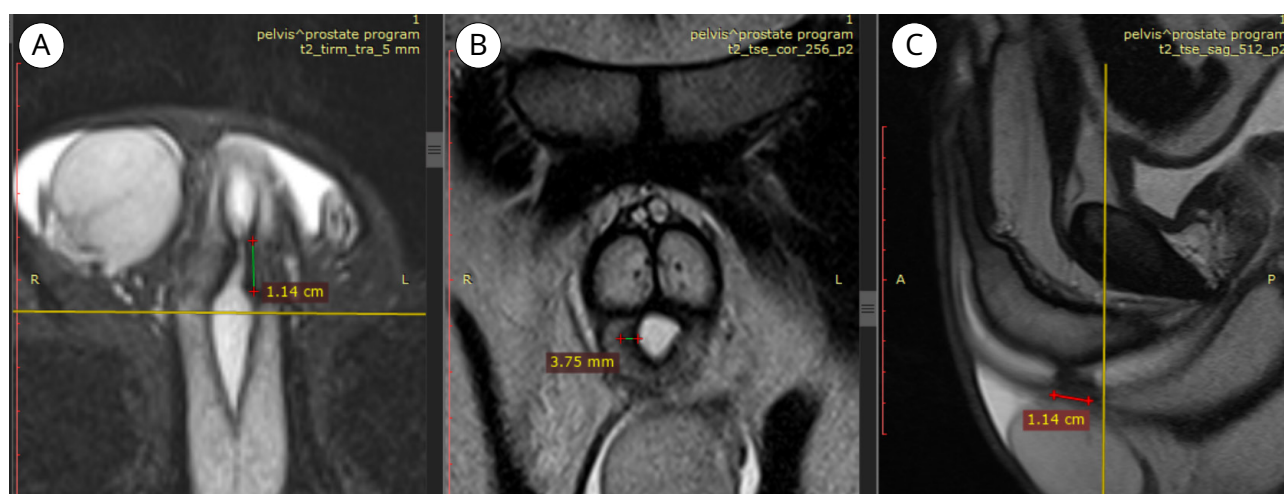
Методика тракции полового члена при выполнении МРТ уретры
